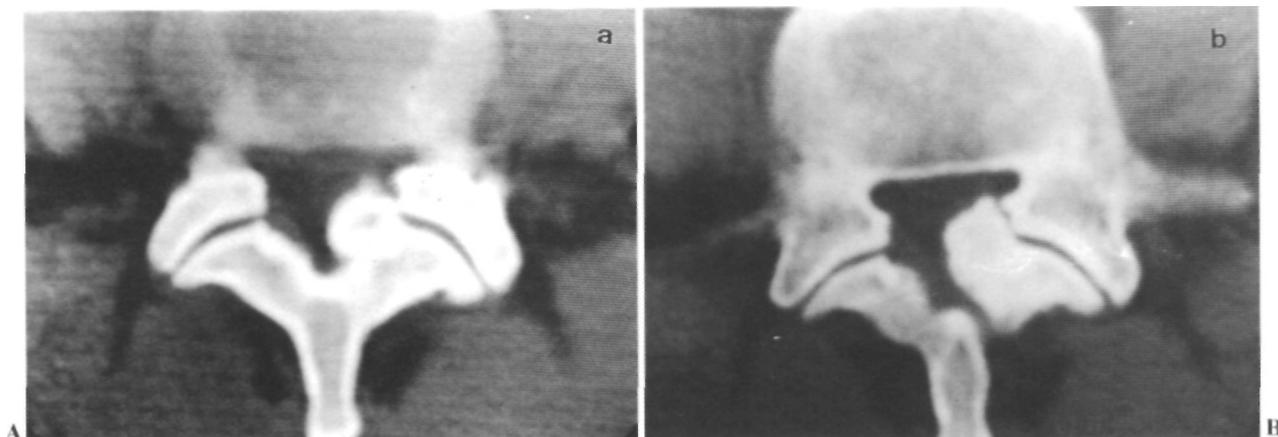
Cortes seriados de TC a nivel de la lámina de L4, mostrando un engrosamiento de la misma y una masa de implantación yuxta-articular y que ocupan el receso lateral izquierdo.
